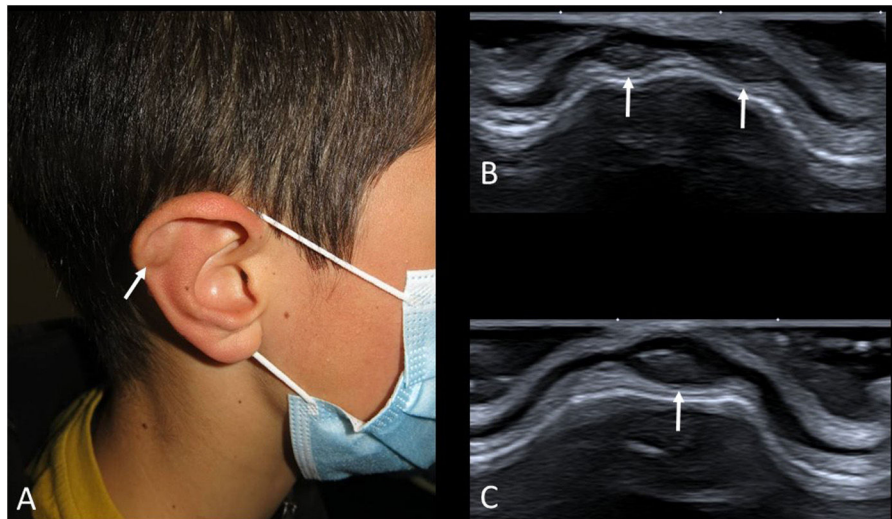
A) Imagen clínica de un niño de 12 años con 3 pseudoquistes auriculares (flecha). Como antecedente llevaba mascarilla durante toda su jornada escolar. B y C) Ecografía en escala de grises de las lesiones. Se observan pequeños quistes con contenido ecogénico en el cartílago auricular (flechas).
